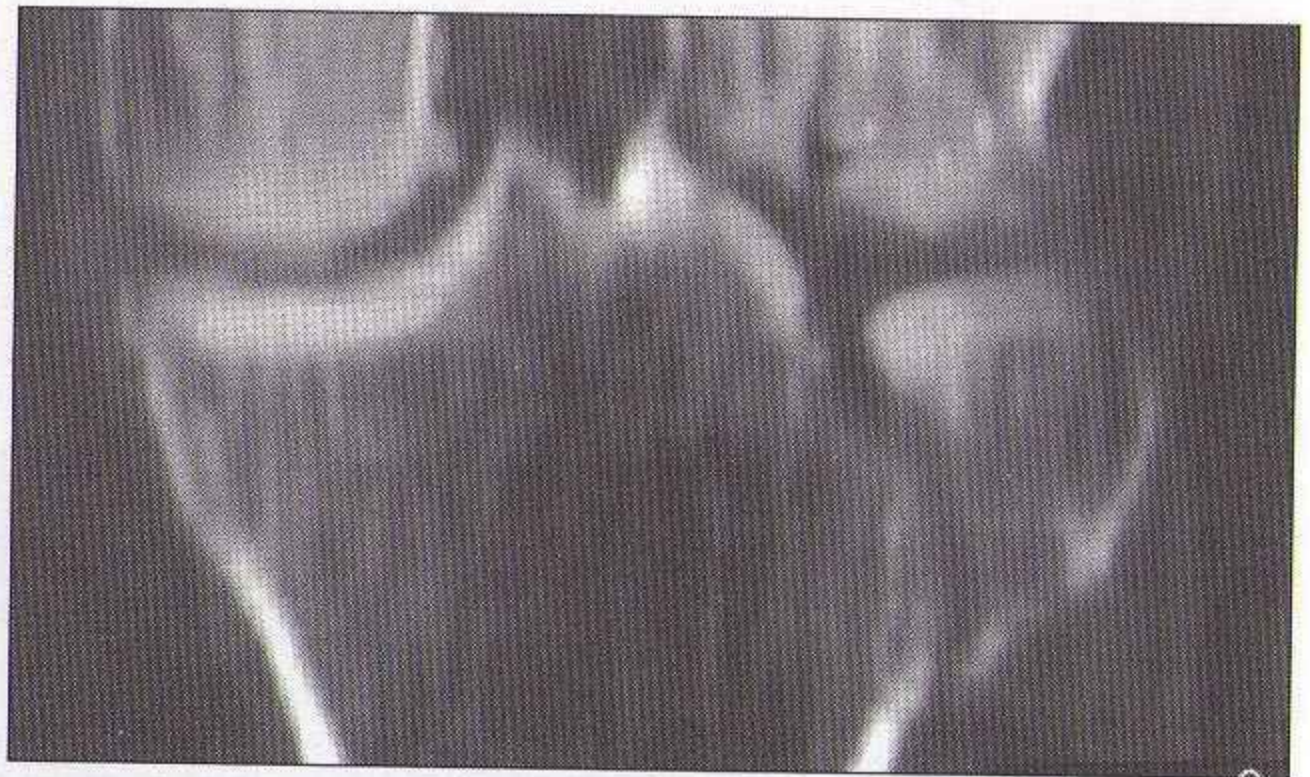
Fracture du plateau tibial : les radiographies montrent toujours des signes de fracture, mais ils sont parfois discrets. Chez ce patient, le trait de fracture est à peine visible, une zone de condensation traduit l'impaction, et le bord du tibia est déplacé latéralement. Un examen TDM ou IRM permet de montrer au chirurgien l'étendue et la topographie de la fracture, ainsi que le déplacement des fragments et l'enfoncement des surfaces articulaires.
